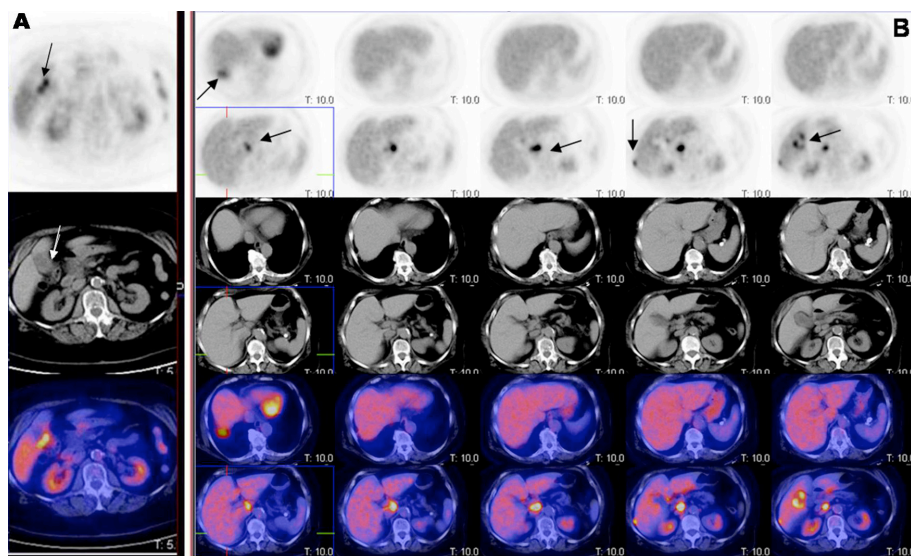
Estudios PET/TAC FDG de la paciente 20. A. imagen axial de PET-FDG, TAC y fusión que muestran en foco hipermetabólico en la pared vesicular y el engrosamiento parietal en el primer estudio. B. Estudio PET/TAC-FDG a los 4 meses del primero. Imágenes axiales de PET-FDG, TAC y fusión en la que se evidencia la presencia de un hipermetabolismo vesicular heterogéneo, con extensión hacia hilio, y región retroperitoneal paracava, y por detrás del hígado, con alteraciones estructurales asociadas compatibles con neoplasia vesicular con diseminación ganglionar y peritoneal metastásica. Extraído de Ramos-Font C, et al [165].
